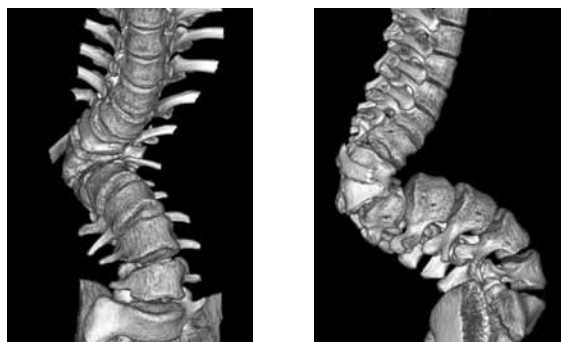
Компьютерная томография при обращении (возраст 12 лет)
